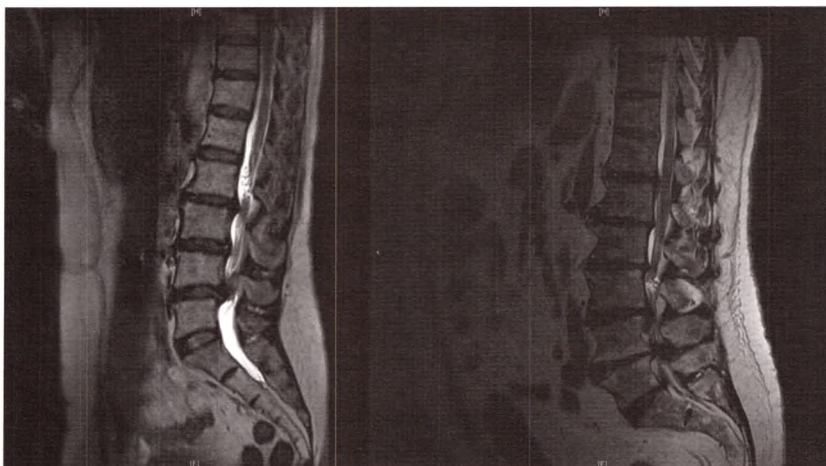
B IRM, coupe sagittale T2.
